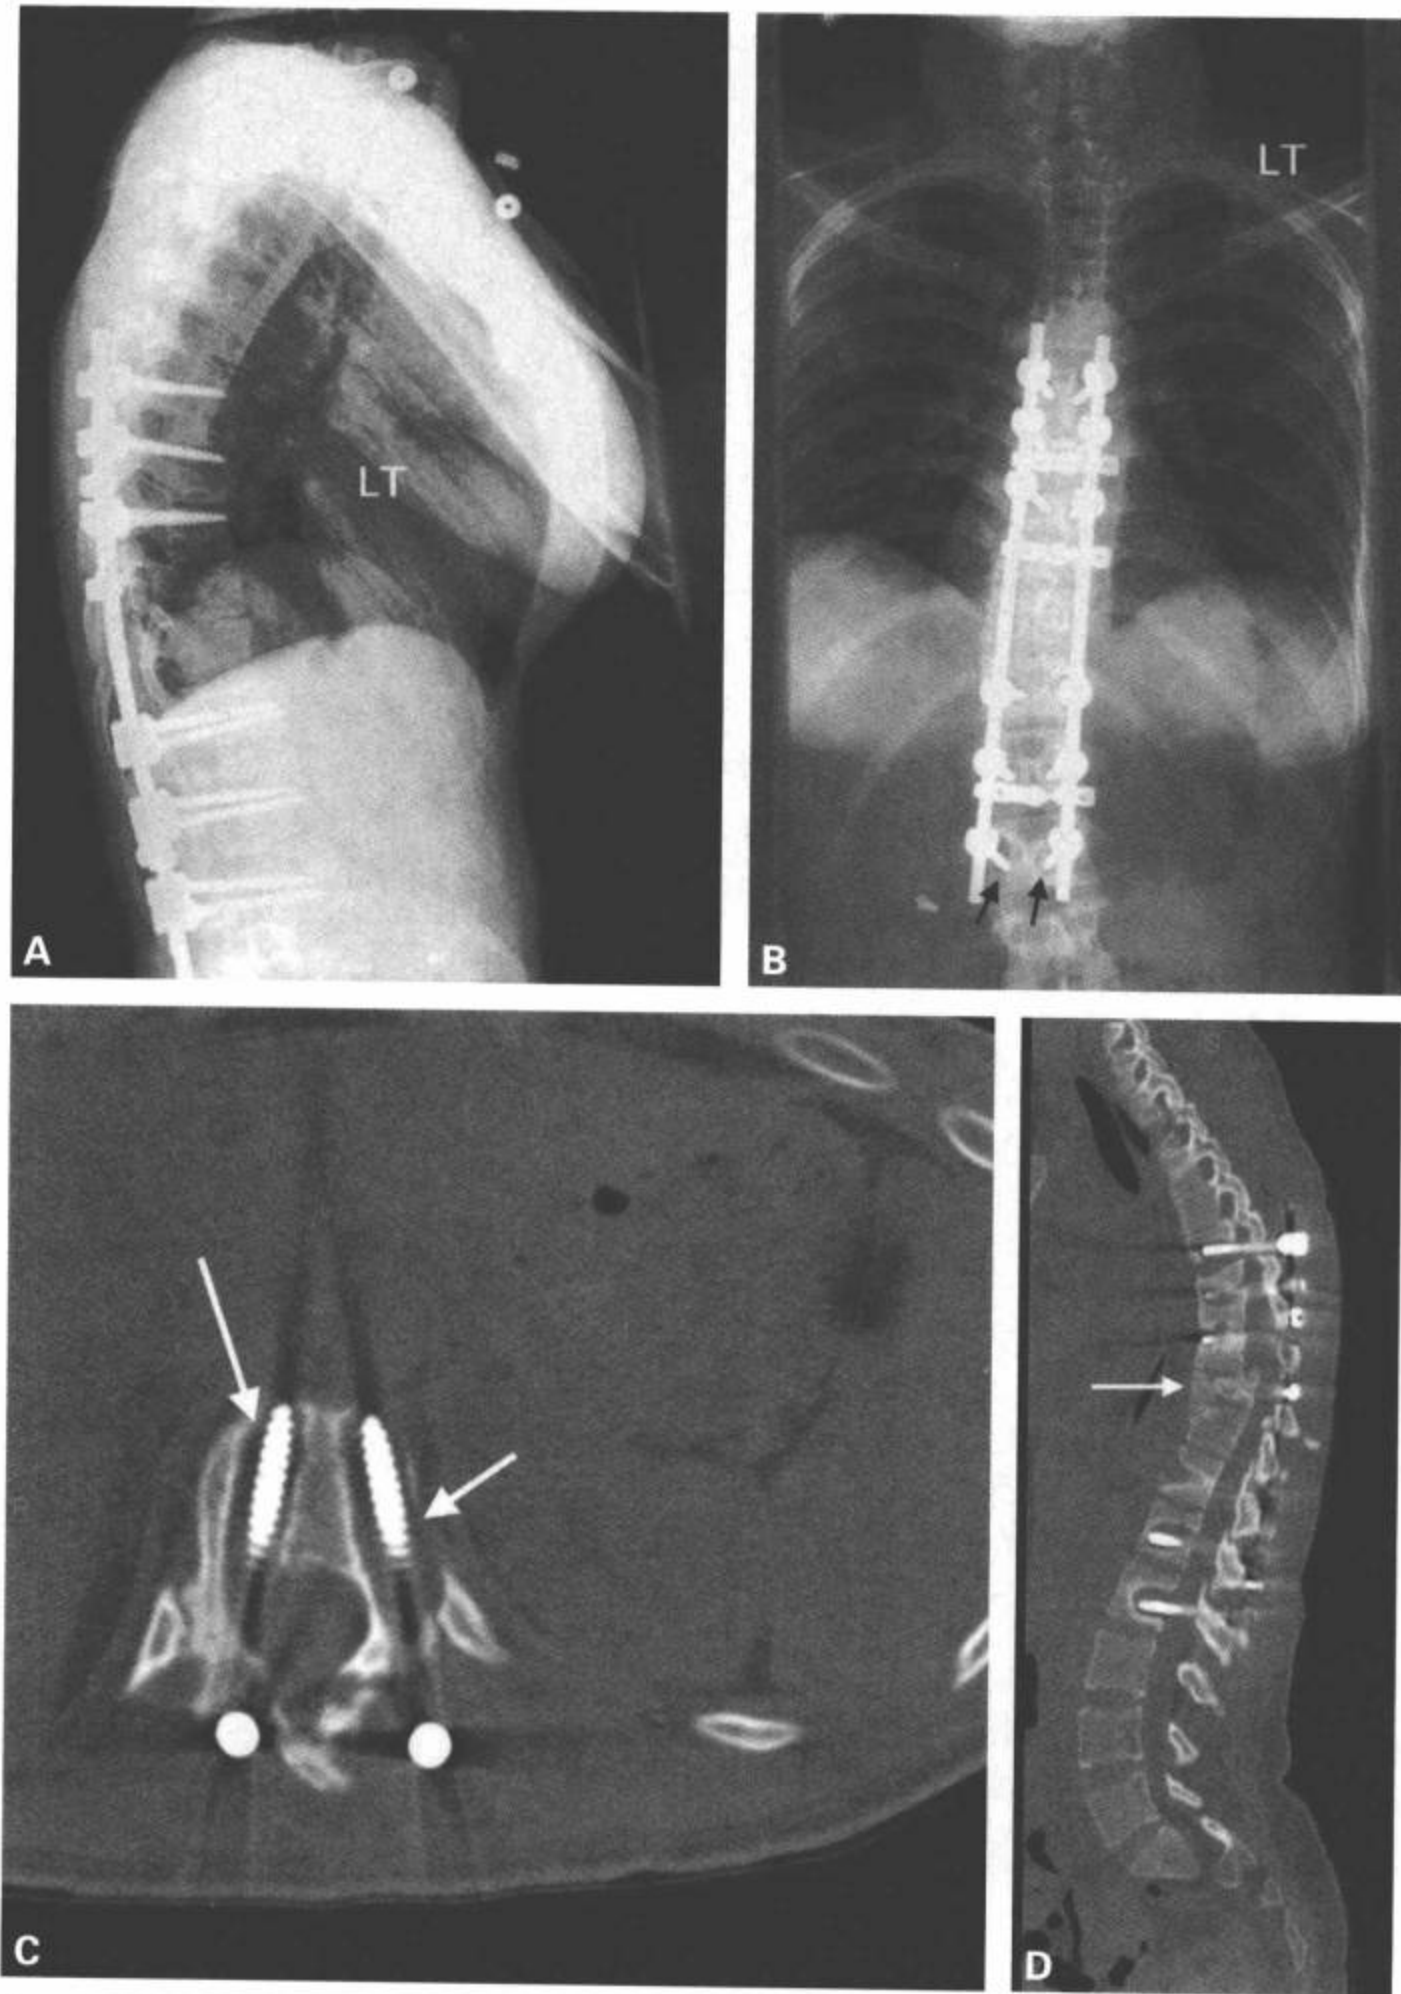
假关节，这例20岁的女性在汽车翻车事故中发生T10骨折移位，接受T7~L2椎弓根螺钉固定后2年。病人出现皮肤疖肿，但无其他症状。侧位片(A)显示硬件位置相对良好。椎弓根螺钉太长。椎弓根螺钉的大体目标是放在椎体内的大约2/3。前后位平片(B)清晰地显示每个椎弓根螺钉周围的晕(L上黑箭)，提示连续性运动和螺钉周围的重塑。C: 螺钉周围的射线可透区在横断面CT图像上更明显(白箭)，CT矢状面重组图像(D)上未发现骨性生长穿过骨折的T10节段(白箭)，肯定为假关节。
